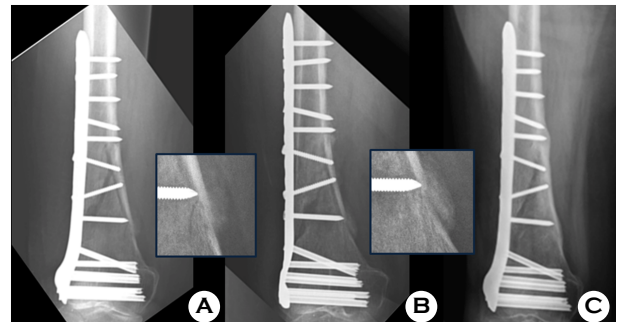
(A) Plane radiographs at 5 weeks, (B) 10 weeks and (C) 3 months from operation. Callus formation was observed from 5 weeks and shows progressively increased density at 10 weeks later.
